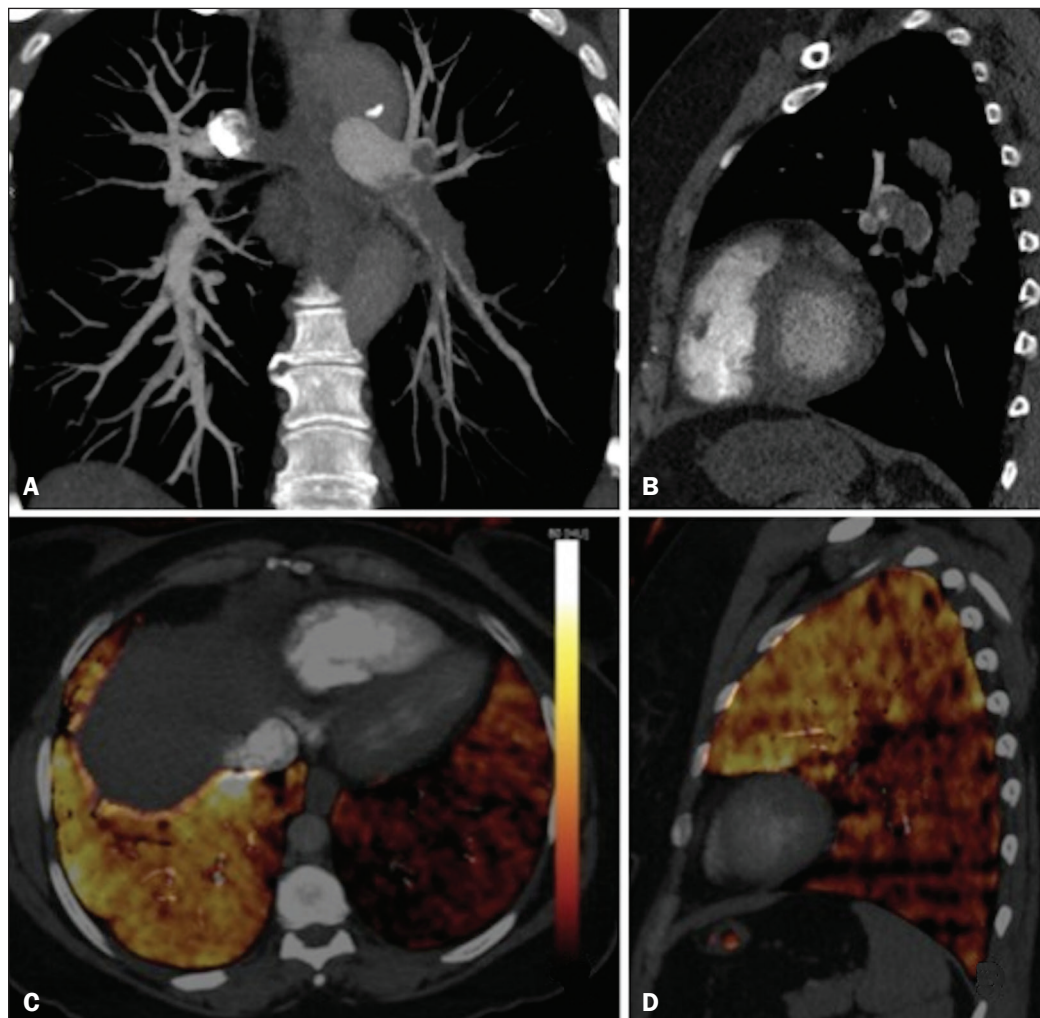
TC em cortes coronal (A) e sagital (B) demonstrando extensas falhas de enchimento acometendo ramos arteriais pulmonares, principalmente para o lobo inferior esquerdo. TC de dupla energia em cortes axial (C) e sagital (D) mostrando extenso defeito perfusional no lobo inferior esquerdo decorrente de TEP agudo.
